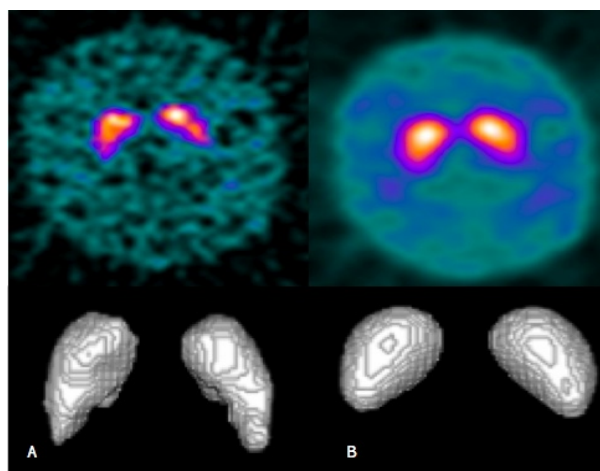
Imagem transaxial de SPECT Cerebral com 123I-Ioflupano reconstruída por FBP e filtrado com Hanning com FC 1,5 (A) e com FC 0,7 (B) e segmentação dos estriados. Visualmente é possível verificar a existência de diferenças significativas entre os dois volumes.
